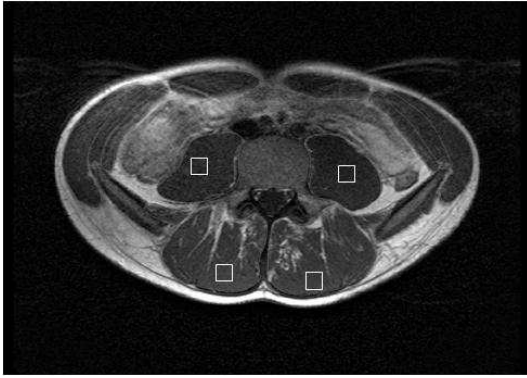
contourage des muscles du tronc sur une coupe IRM passant par L4. Mise en place de 4 régions d'intérêt dans les muscles erector spinae et psoas major.
